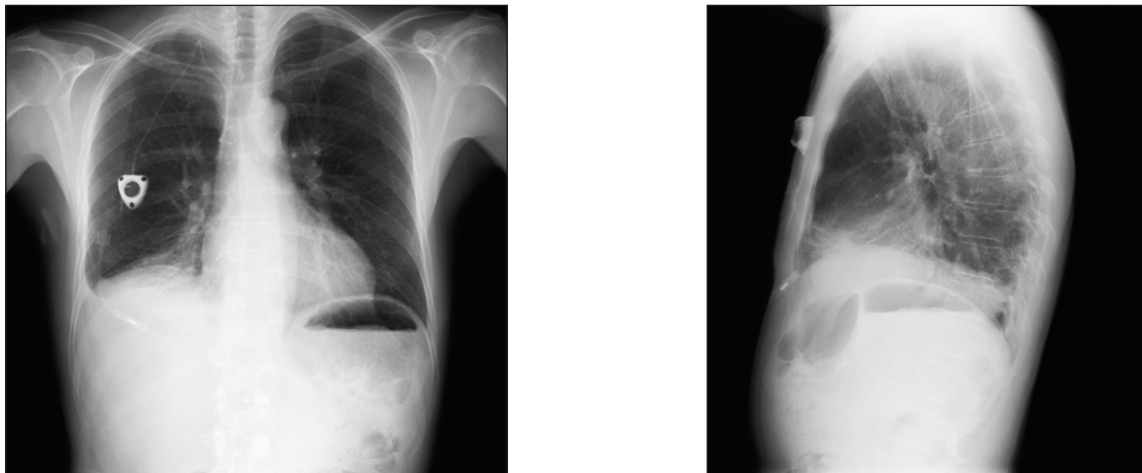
Radiographies de thorax face (A) et profil (B); le PAC semble en place sur la radiographie de face. Il présente une plicature arrière objectivée sur la radio de profil.
